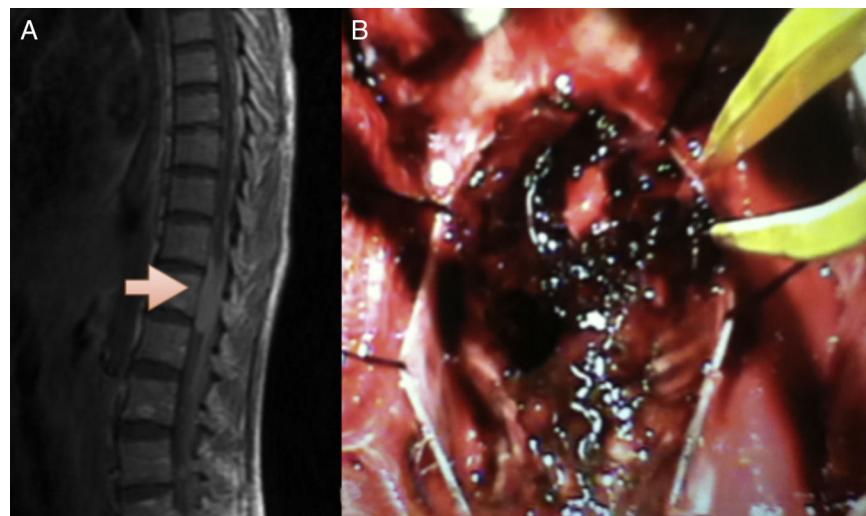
A) Resonancia magnética de columna toracolumbar, corte sagital, secuencia T1, en la que se observa lesión intradural, isointensa, que comprime el canal medular. B) Imagen transquirúrgica, con lesión negruzca sin infiltración de aracnoides, con raíces nerviosas observadas por debajo del plano aracnoideo.
